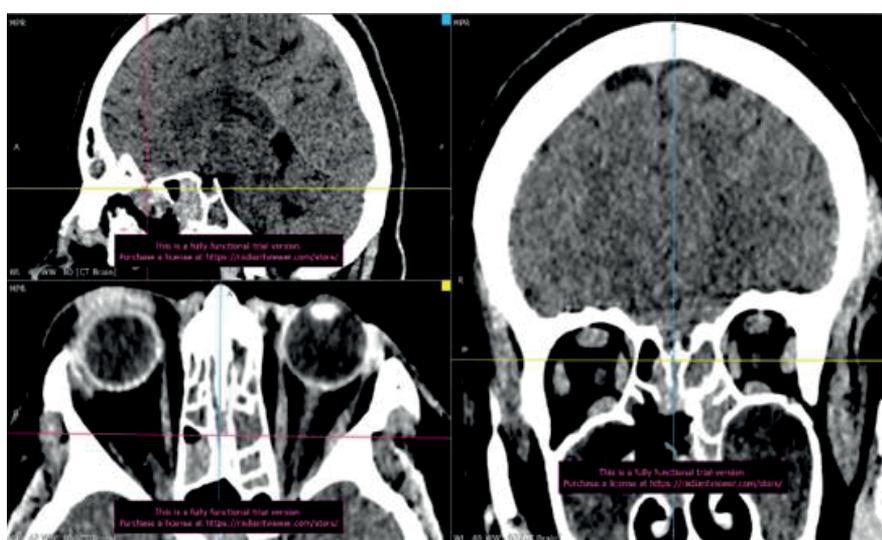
КТ-контроль (точка пересечения горизонтальной и вертикальной линии указывает на герметизирующий материал)
